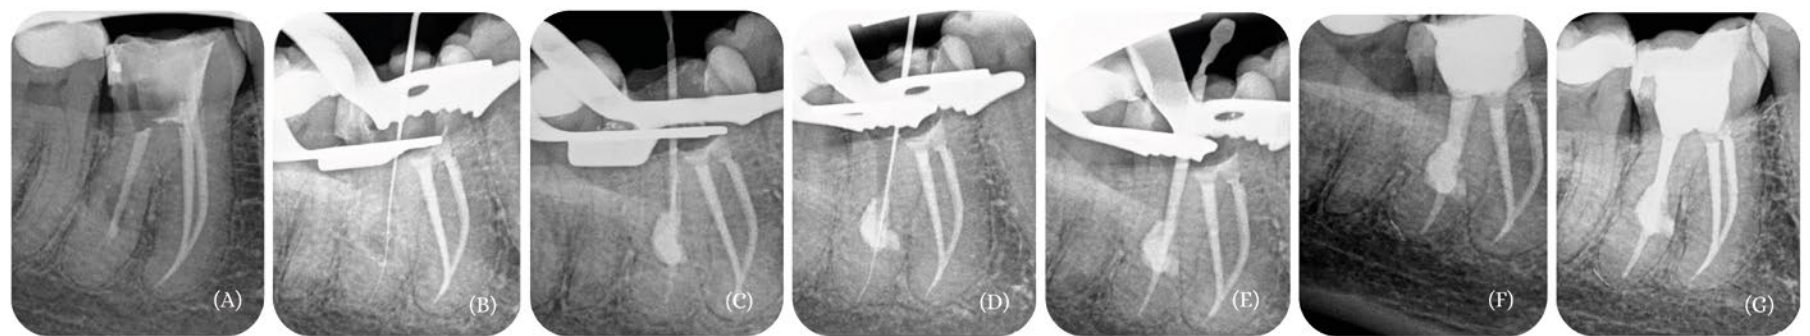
(A): Radiografia Periapical Inicial; (B): Início selamento da reabsorção com MTA - Odontometria; (C): Selamento da reabsorção com MTA; (D): Início do Retratamento Seletivo do Canal Distal; (E): Prova de Cone -WOG médium; (F): Radiografia Final - Restauração Definitiva; (G): Follow Up 2 meses.
